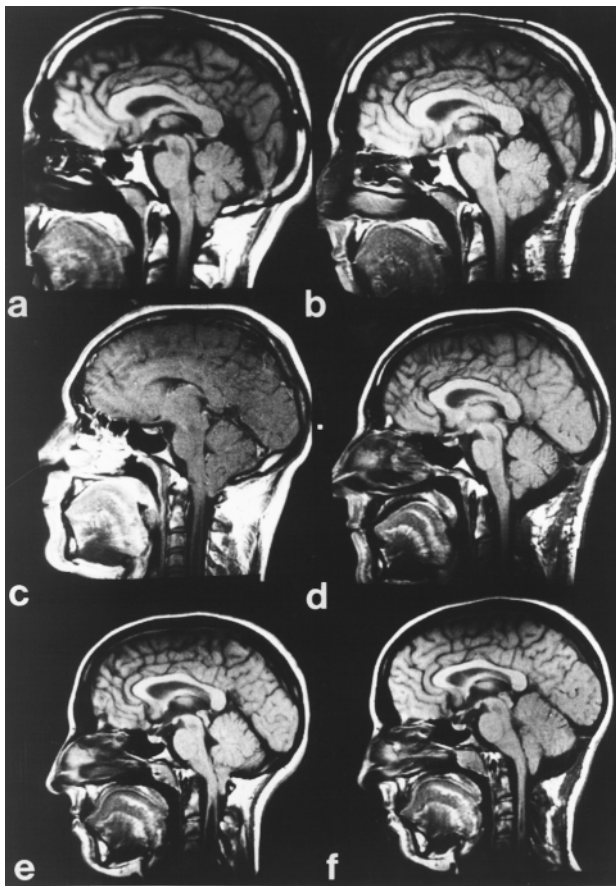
Cortes sagitales de RM potenciados en T1 en 3 pacientes intervenidos mediante la técnica de la reconstrucción de la fosa posterior. A la izquierda se muestran las RM preoperatorias y a la derecha después de la cirugía. En los controles postoperatorios se observa en los 3 casos una colección de LCR en la parte posterior e inferior del cerebelo con un ascenso de las estructuras anatómicas de la fosa posterior en los 3 casos. (a, b) Paciente de 37 años de edad con cefaleas occipitocervicales y hemiespasmio facial: examen preoperatorio (a) y 14 meses después de la intervención (b), en donde se observa una migración ascendente del tronco del encéfalo y del cerebelo. (c, d) En este varón de 32 años de edad, se detectó una siringomielia sintomática asociada a la malformación de Chiari. El examen de RM practicado 6 meses después de la intervención demostró una resolución completa de la cavidad siringomiélica. (e, f) Paciente de 23 años de edad, con cefaleas suboccipitales, parestias en la extremidad superior derecha y amiotrofia de la mano. La RM practicada 14 meses después de la intervención demuestra una migración ascendente del cerebelo y una reducción significativa de la cavidad siringomiélica. Imágenes reproducidas con permiso de: Sahuquillo, Rubio, Poca, Rovira, Rodríguez-Baeza y Cervera⁴⁵.
